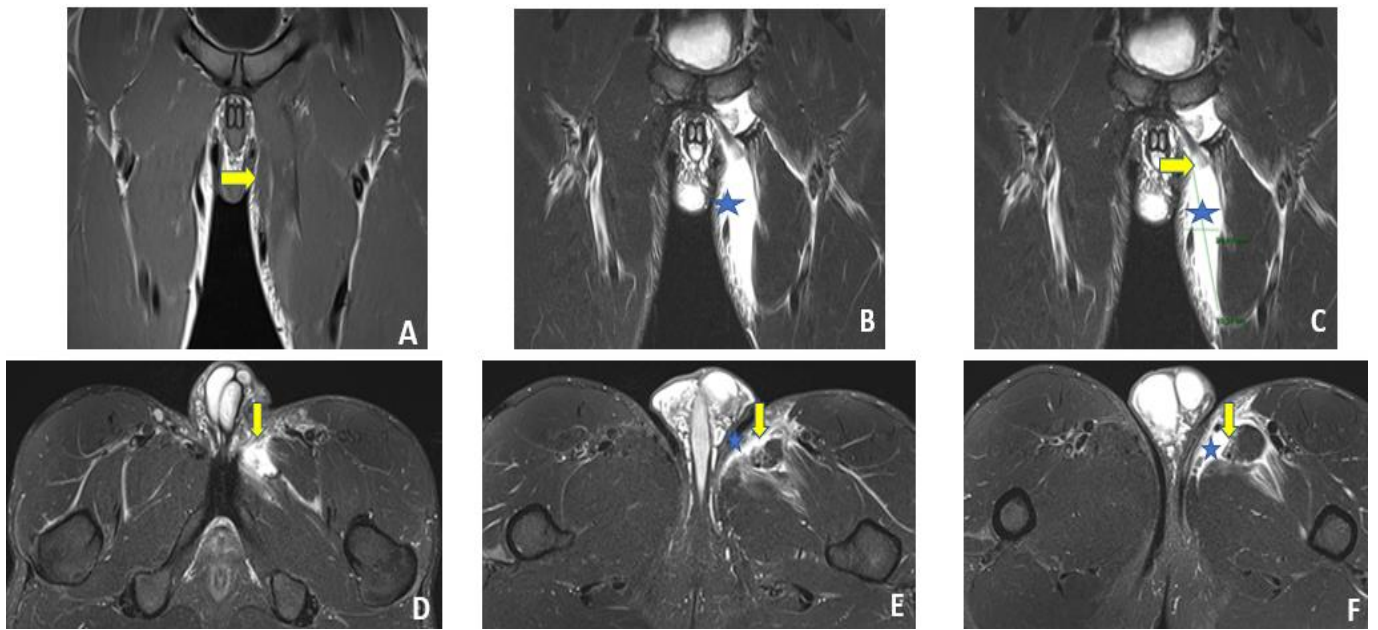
Aspect IRM du signal d'un hématome.
